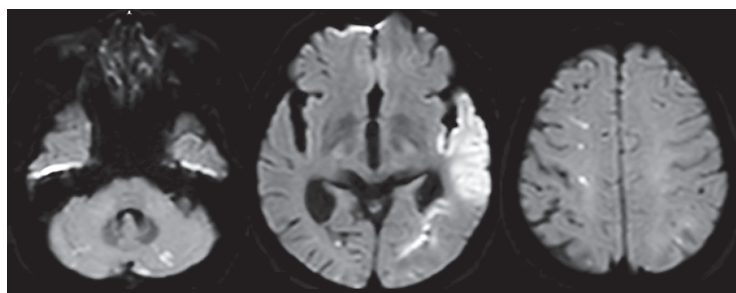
膀胱癌に対して化学療法中に脳梗塞を発症した 76 歳男性。頭部 MRI 拡散強調画像で複数の血管支配域に急性期脳梗塞が散在していた。
